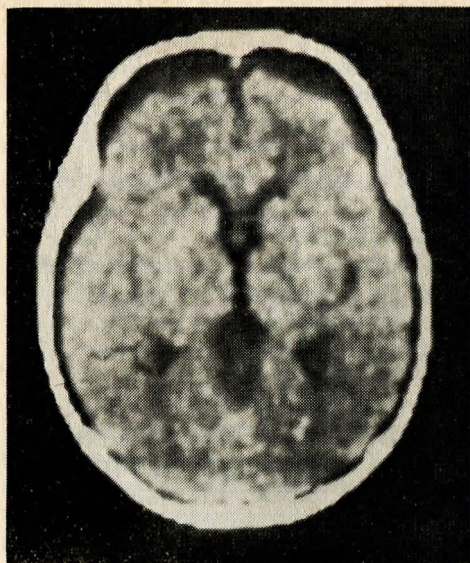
Томограмма черепа ребенка в возрасте 7 мес с хронической субдуральной гематомой.
